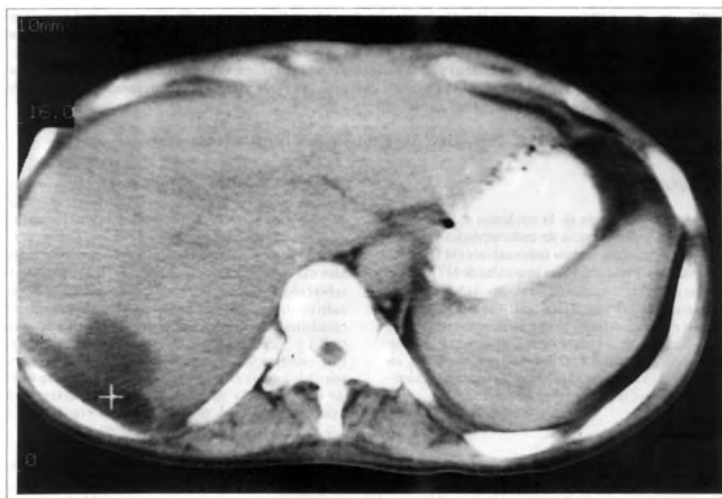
Tomografía axial computarizada de abdomen.
